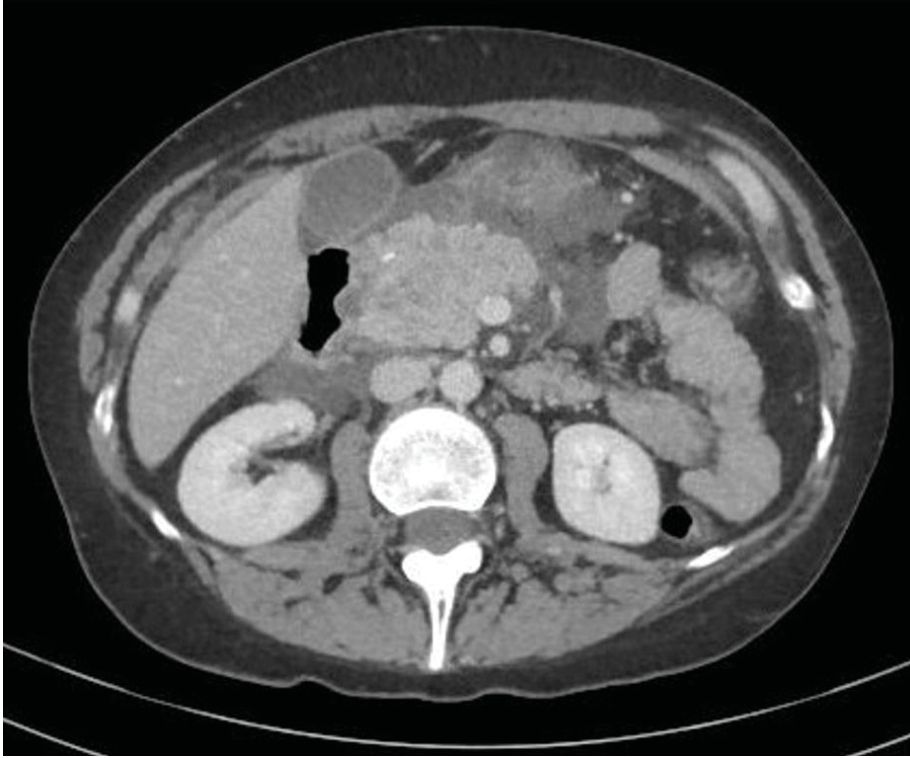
Corte de TAC abdominal. Destaca aumento de la cabeza de páncreas, con una calcificación en su interior y líquido peripancreático.
